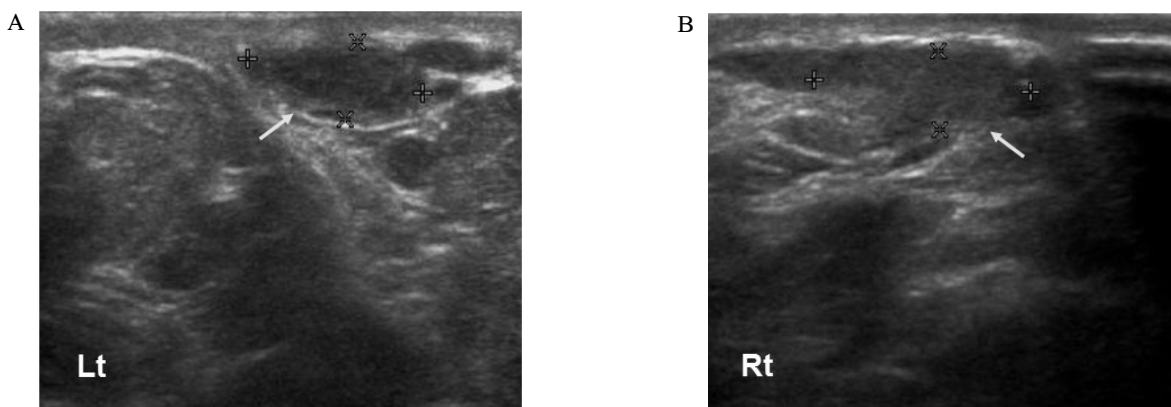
Sonography of testes. Too small testes are noted (Lt. 1.3×0.5 cm, Rt. 1.5×0.5 cm) and subcutaneous fat is very thick.
